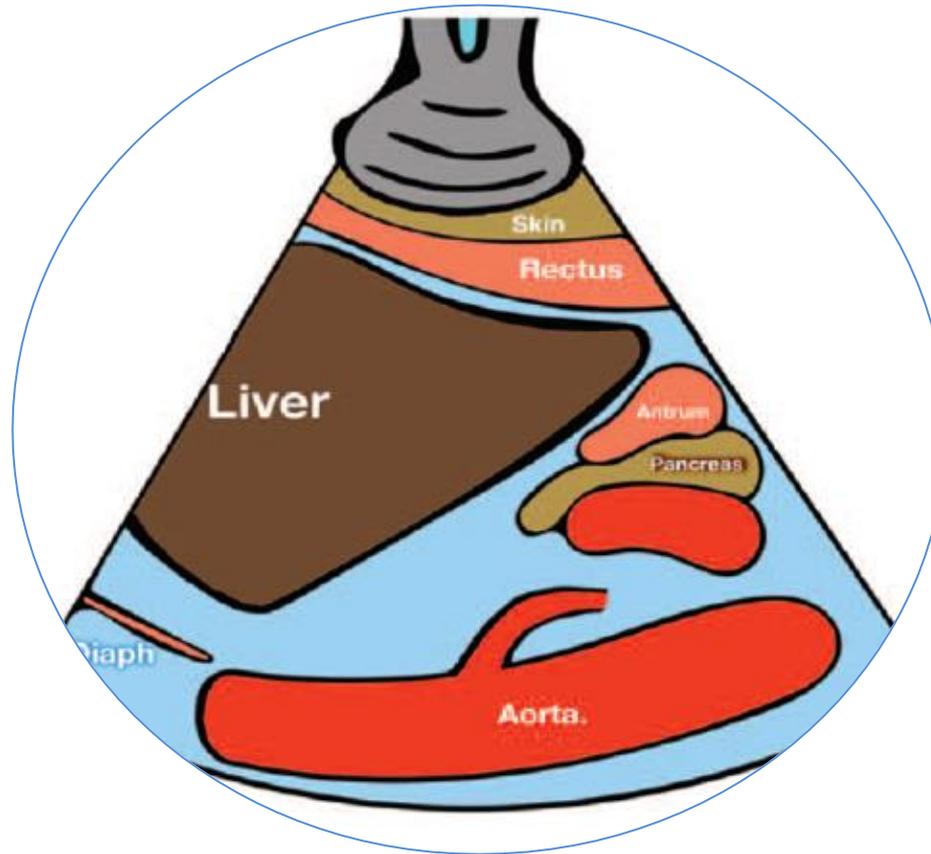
Sonoanatomy for gastric ultrasound.
